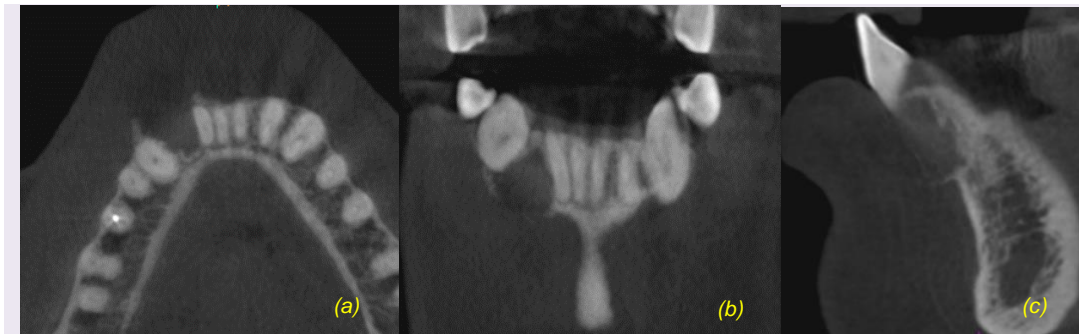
Cortes de tomografía de haz cónico axial (a), sagital (b), coronal (c) (fuente propia).
